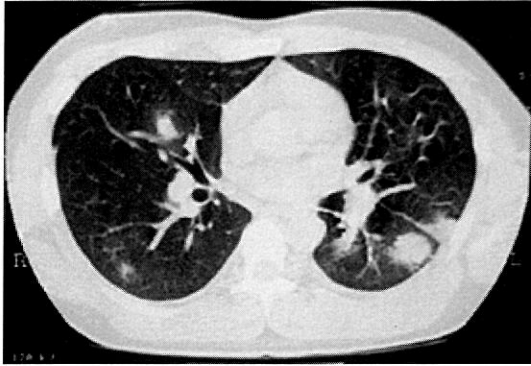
Chest CT shows multiple nodular opacities with ground glass halo.
